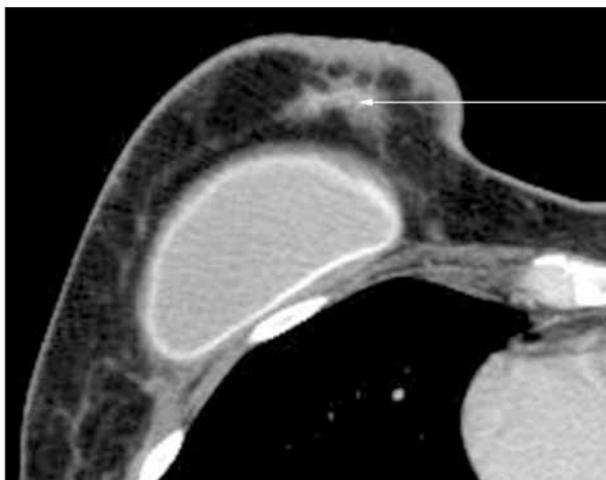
МСКТ-маммография.
